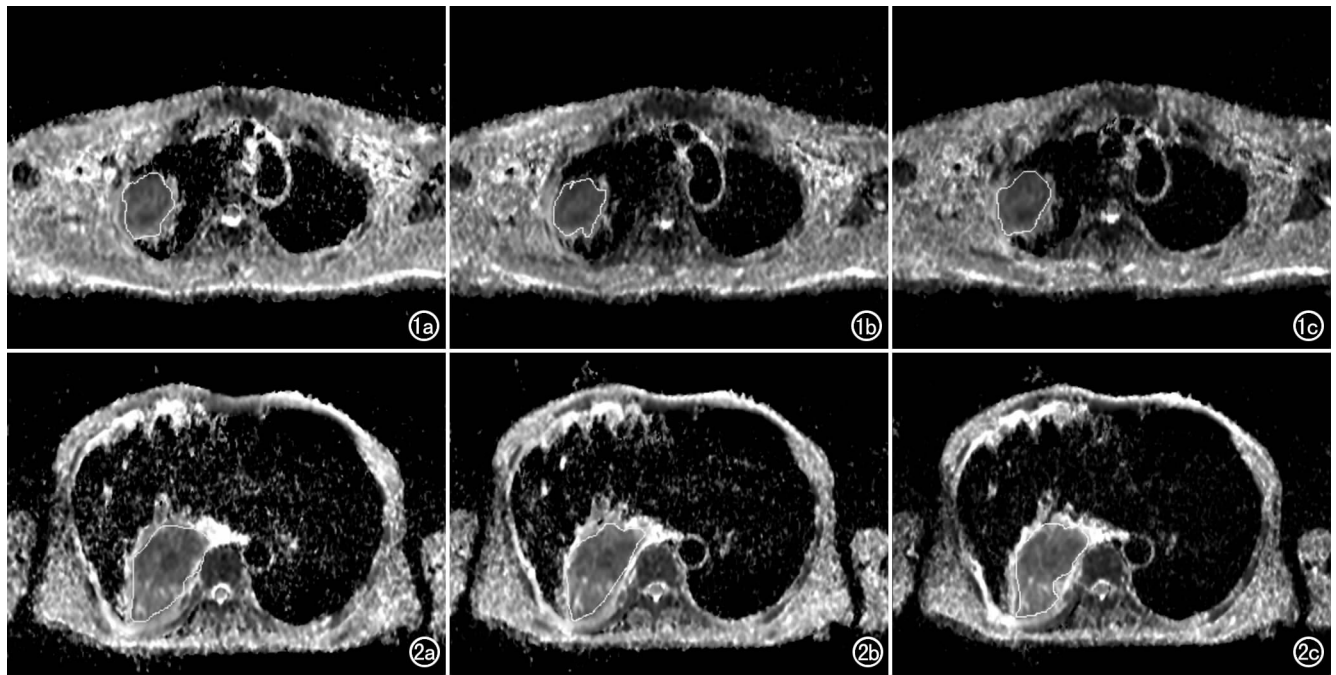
治疗有效组患者,男,62 岁,右肺上叶腺癌,采用紫杉醇+顺铂的化疗方案,化疗前行 DWI 检查,选取病灶最大层面,在 ADC 图像上手工勾画 ROI,获取病灶的相关信息。a) $b=600\text{s/mm}^2$; b) $b=800\text{s/mm}^2$; c) $b=1000\text{s/mm}^2$ 。图 2 治疗无效组患者,男,68 岁,右肺下叶鳞癌,采用紫杉醇+卡铂化疗方案进行化疗,化疗前行 DWI 检查,选取病灶最大层面,在 ADC 图像上手工勾画 ROI,获取病灶的相关信息。a) $b=600\text{s/mm}^2$; b) $b=800\text{s/mm}^2$; c) $b=1000\text{s/mm}^2$ 。
